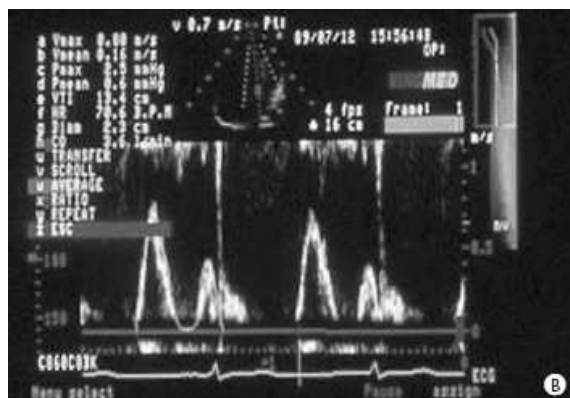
Flux transmitral au Doppler pulsé (d'après [Bernard 2002]).
